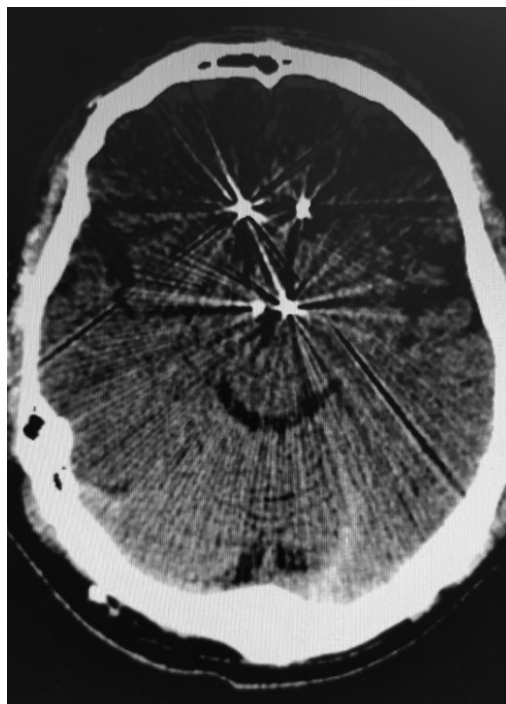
Radiografía postoperatoria de cráneo, donde se observan los cuatro electrodos.
